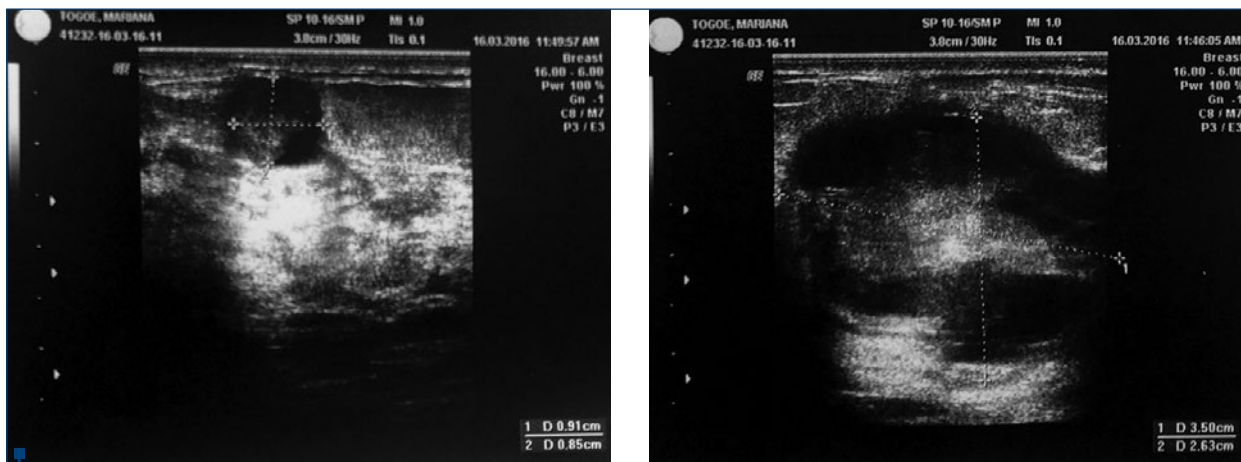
Evaluare ecografică preoperatorie - se remarcă prezența unei formațiuni tumorale voluminoase, cu contur regulat, conținut anecogen, însă cu vegetații hiperecogene în interior, localizată în cadranelor supero-extern al sânelui drept
